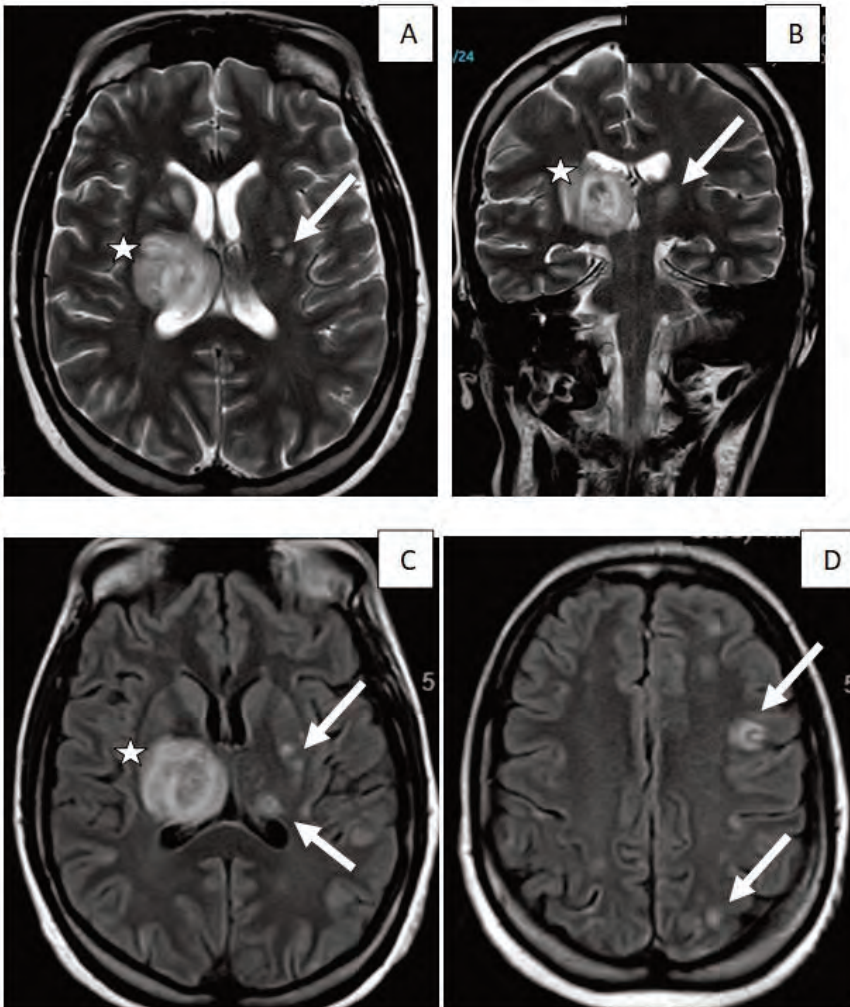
Resonancia magnética de cerebro al ingreso con contraste en secuencia T2 (A, B), en secuencia FLAIR (C, D): se objetivan pequeñas y múltiples zonas con engrosamiento cortical, seudonodular, hiperintensas en FLAIR -T2, que restringen en difusión y no realzan con contraste. Lesiones hiperintensas (flechas) en sustancia blanca infra-supratentorial, conseudomasa dominante en ganglio basal derecho (asterisco), que presenta un mínimo realce interno y en menor medida en ganglio basal izquierdo.
